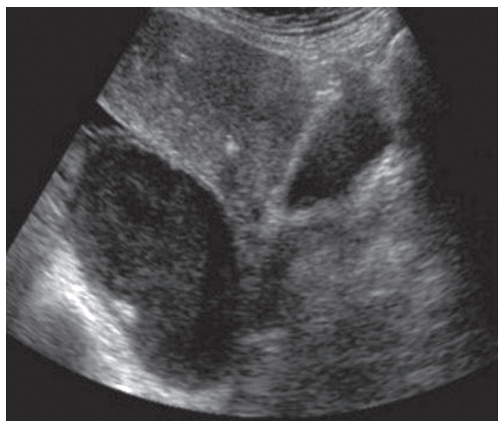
ТВУЗИ в В-режиме. Двусторонний пиосальпинкс. Расширение труб и утолщение стенок.
